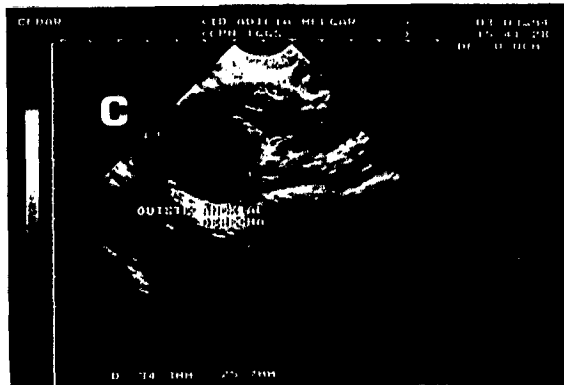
C: Quiste anejal derecho por ultrasonido vaginal en el mismo caso.
